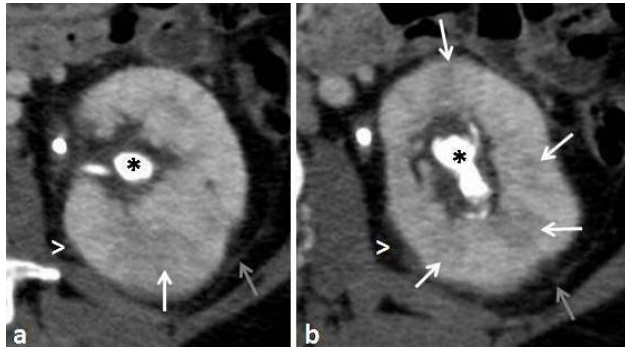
Acute pyelonephritis. Contrast-enhanced axial CT images (nephrographic phase) show several wedged-shape areas of decreased enhancement consistent with a striated nephrogram (white arrows). They also demonstrate a large stone in the renal pelvis (*), perinephric stranding (arrowheads) and thickening of Gerota fascia (grey arrow).
